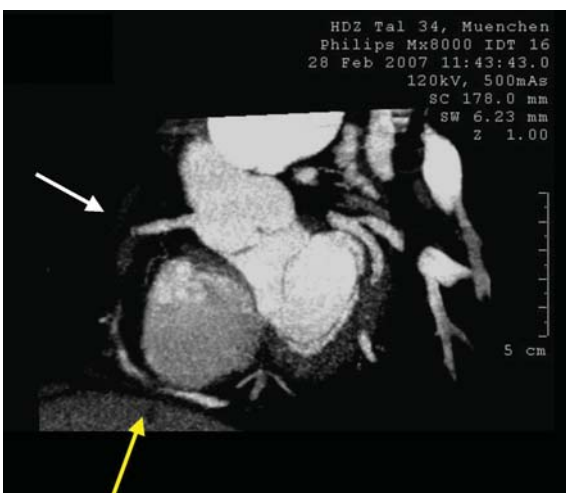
Kardio-CT. Multiplanare Rekonstruktion. Die RCA ist proximal verschlossen (weißer Pfeil). Die RCA wird retrograd über die linke Koronararterie kollateralisiert (gelber Pfeil).
